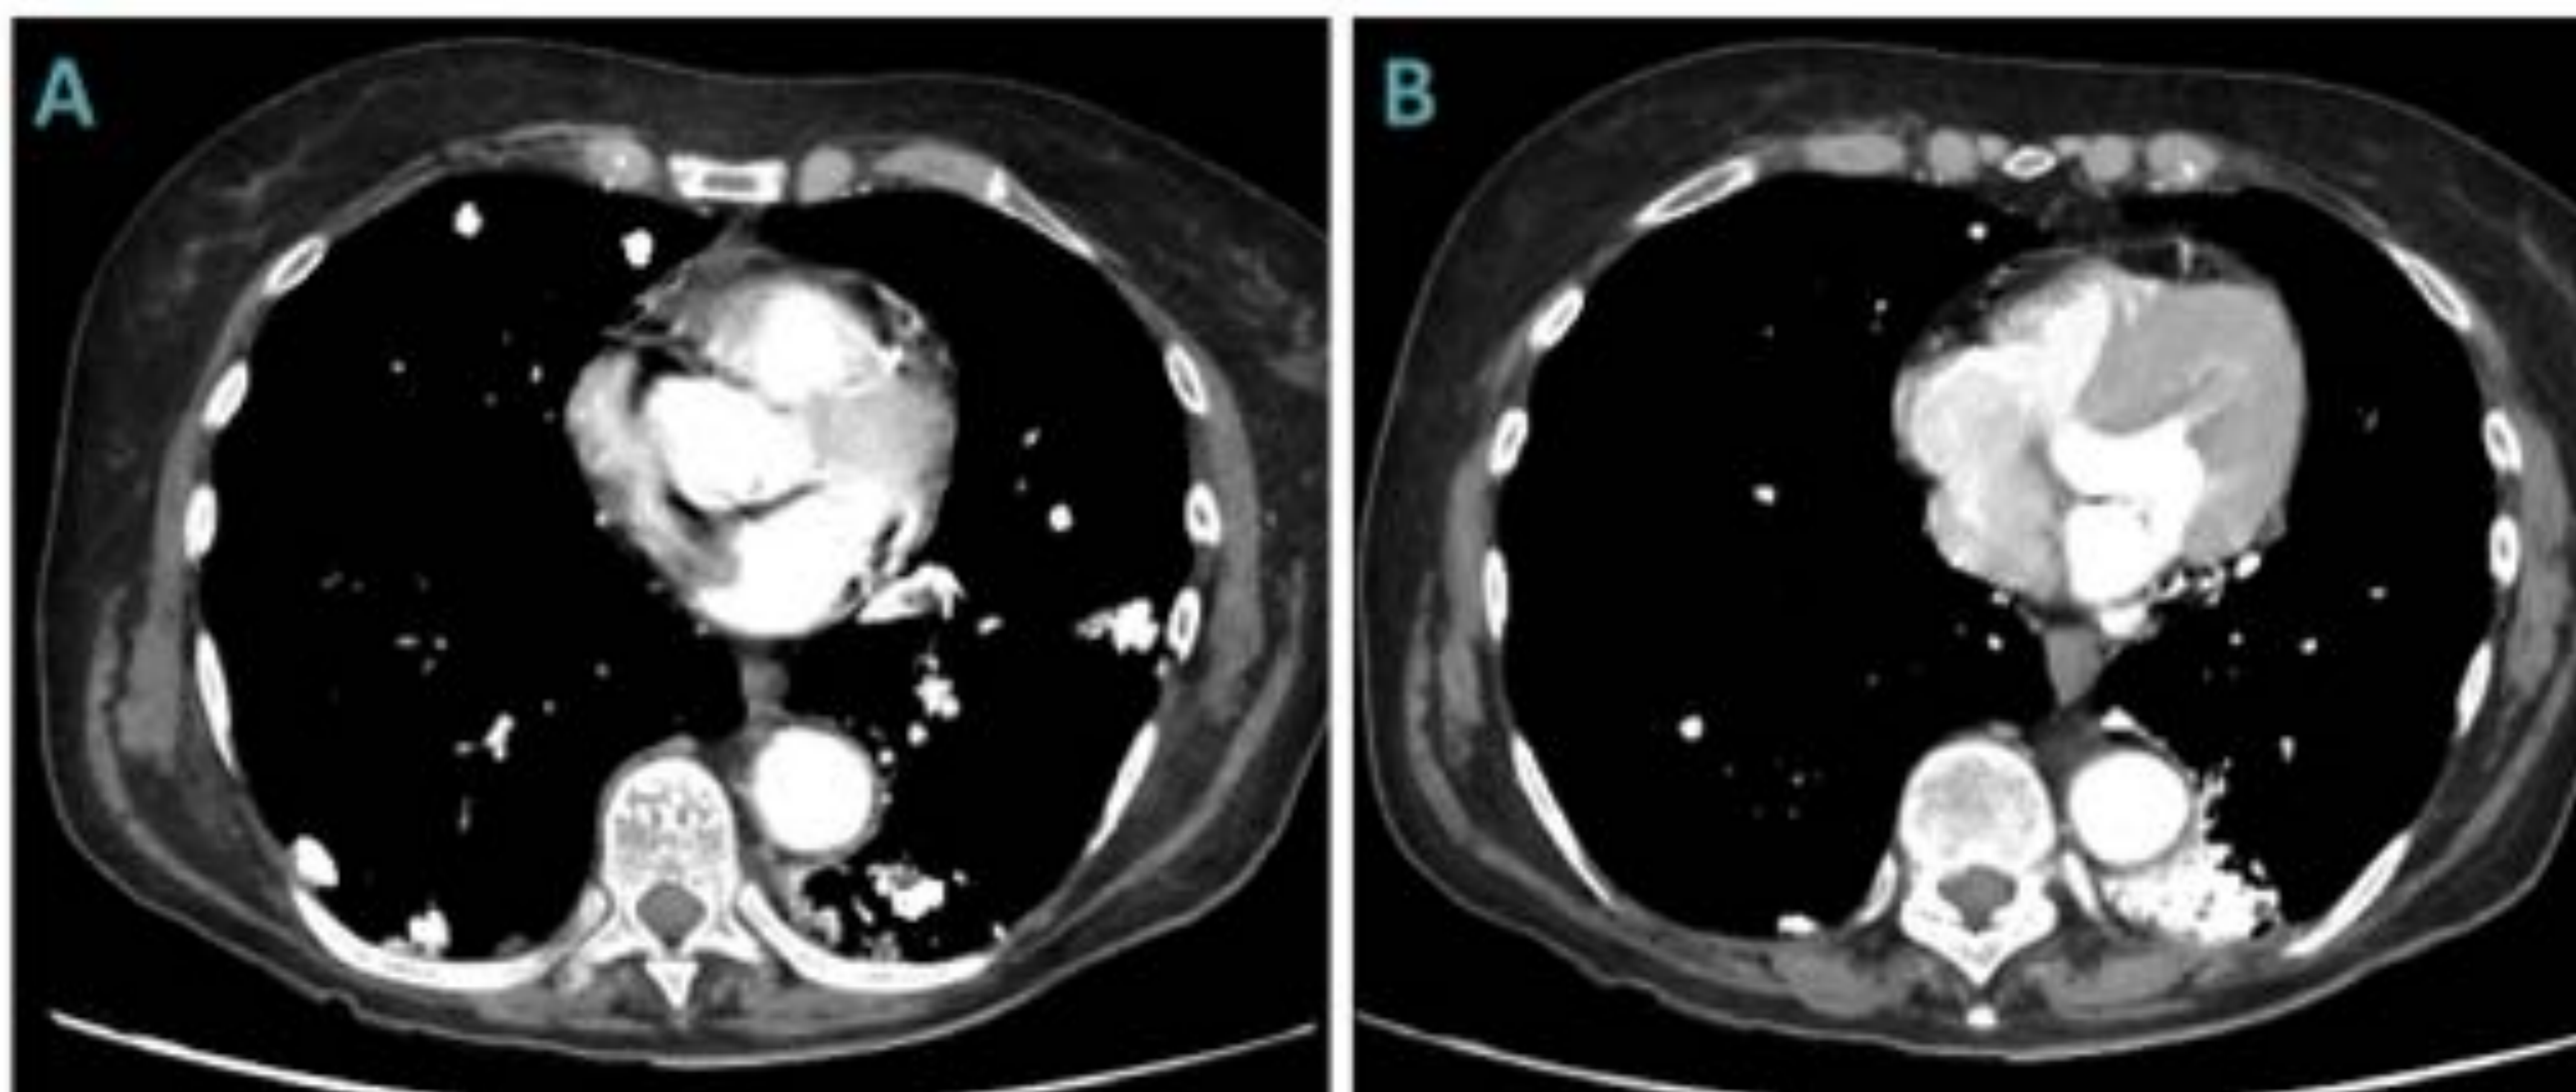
TC de tórax con contraste en el que se observan múltiples nódulos calcificados, bien definidos con contornos lobulados. El diagnóstico anatomopatológico confirmó que se trataban de granulomas hialinizantes pulmonares.
